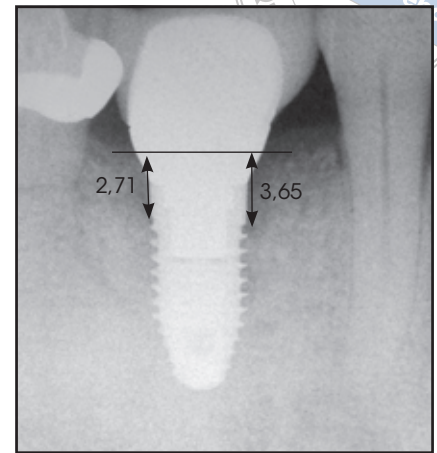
Patient der Gruppe 1, 7 Jahre nach Ende der Behandlung: Röntgenologische Messungen der Veränderung vom (links) präoperativen zum (rechts) postoperativen Knocheniveau. Der Knochendefekt ist mesial um 5,38 mm reduziert, distal um 5,16 mm.
